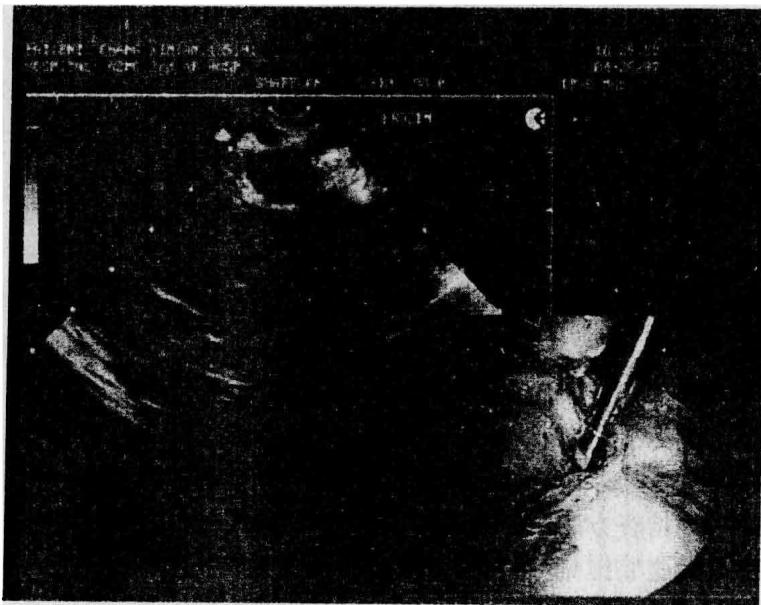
腹腔镜超声显示肝内门静脉、肝动脉、胆总管呈“米老鼠”图像
